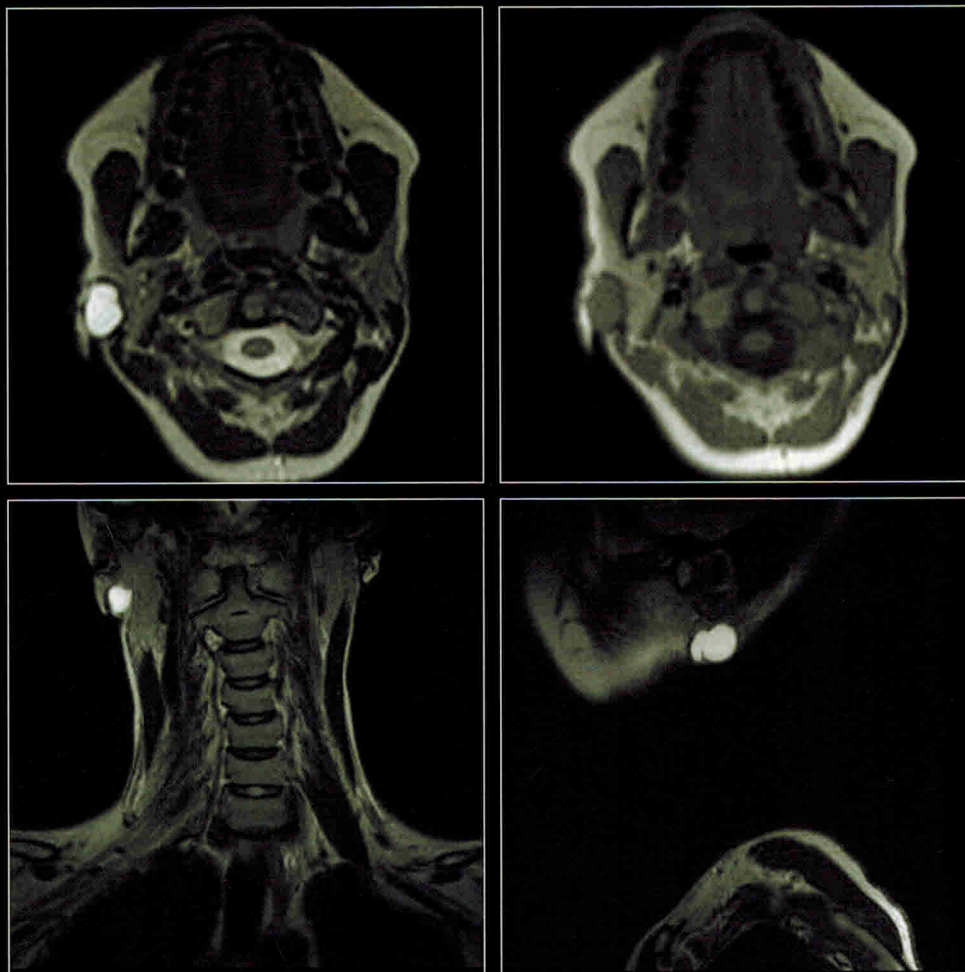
МРТ пациента Е. 23 лет
